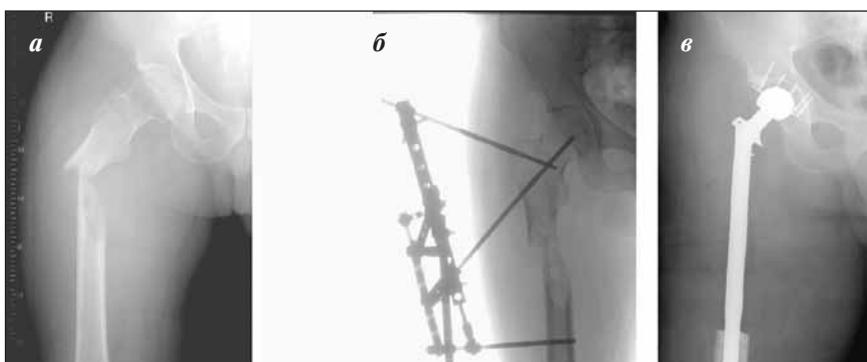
Рентгенограммы пациента К. до лечения (а), после фиксации патологического перелома стержневым остеосинтезом по Илизарову в июне 2003 г. (б), после сегментарной резекции с эндопротезированием тазобедренного сустава в октябре 2003 г. (в)
